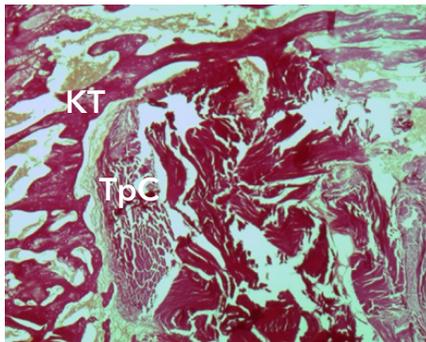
Морфологические изменения ауто трансплантата через 3 недели после трансплантации: краевое разобщение коллагеновых волокон. Окраска по Ван-Гизону. Ув.×34. Условные обозначения: КТ - костные трабекулы, TrC - трансплантат сухожилия
